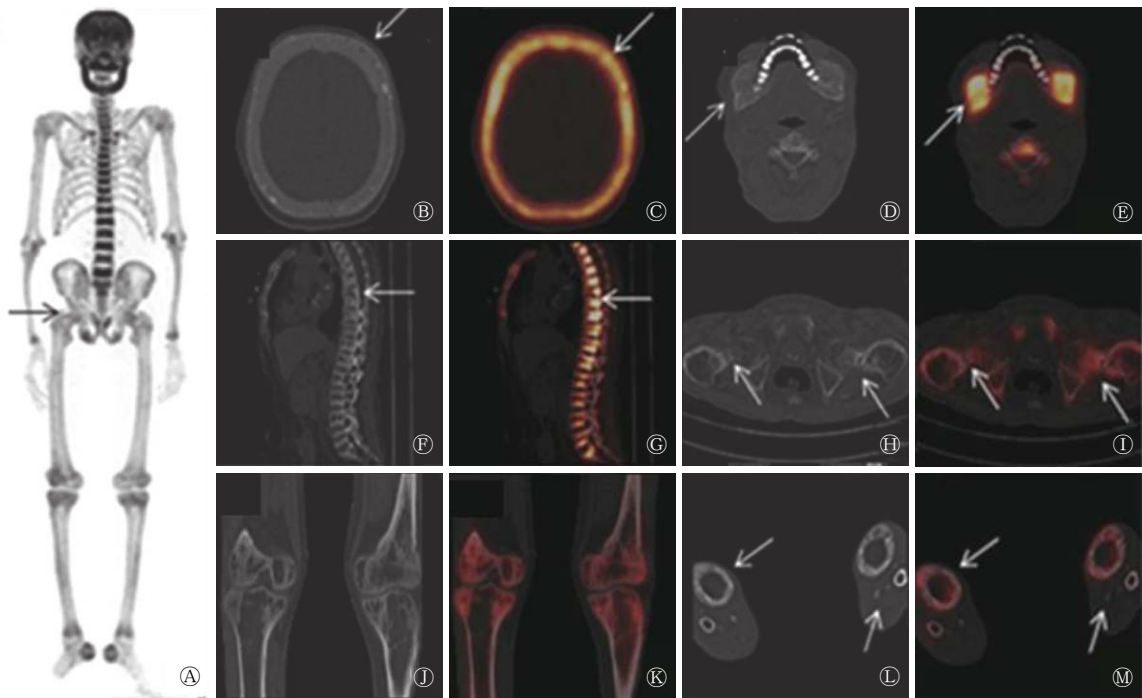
继发性甲状旁腺功能亢进性骨病患者(女性, 56岁)的¹⁸F-NaF PET/CT 显像图(分型: III型, 全身型) 病史: 肾功能不全采用血液透析 10 余年, 全身骨痛 2 余年, 身高明显下降约 10 cm。图中, A: 最大密度投影图, 示颅骨、下颌骨、脊柱、四肢骨显像剂摄取普遍增高, 双肾及膀胱未见显影; B~M: 断层融合图像, 示颅骨骨质吸收伴小结节状骨质硬化 (B、C, 箭头所示), 下颌骨膨胀, 骨质密度降低, 呈磨玻璃样 (D、E, 箭头所示), 椎体上下缘骨质硬化, 部分压缩性骨折 (F、G, 箭头所示), 双侧股骨颈线条样低密度影, 假骨折征 (H、I, 箭头所示), 骨盆变形, 呈三叶草形 (A、H、I, 箭头所示), 膝关节骨小梁稀疏、增粗、紊乱 (J、K), 胫腓骨边缘不规则, 骨质疏松 (L、M, 箭头所示)。PET/CT: 正电子发射断层显像计算机断层摄影术。
